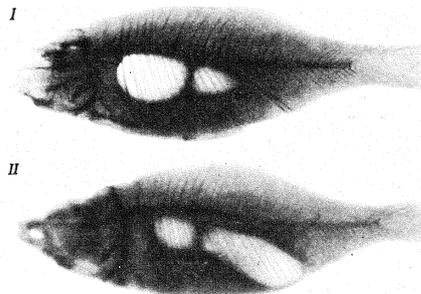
Острое течение воспаления плавательного пузыря (рентгенограмма): I — здоровая рыба; II — разрушение отделов пузыря и скопление газов в задней части брюшной полости.
